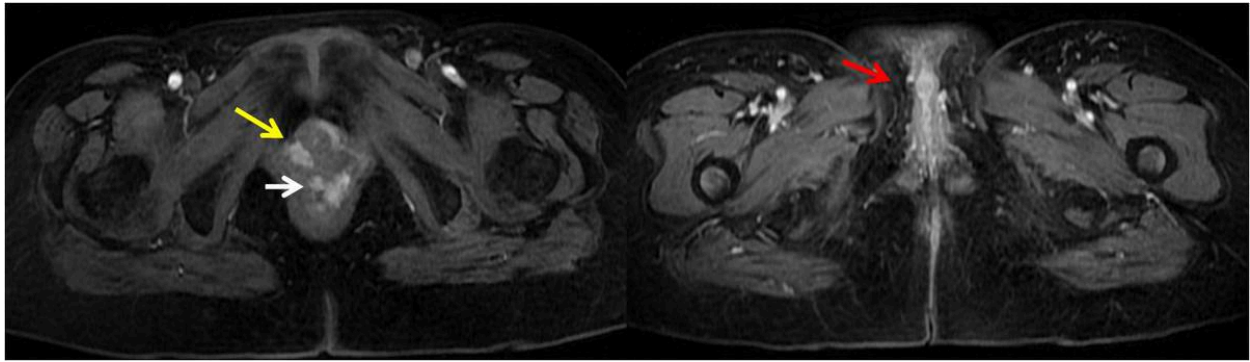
Mismo caso que el anterior. Imágenes de RM potenciadas en T1-SPGR dinámico tras contraste IV en las que se observa realce tumoral rodeando a uretra (flecha amarilla), en pared anterior de vagina (flecha blanca) y extensión tumoral a vulva con lesión en clítoris y labios menores (flecha roja).
